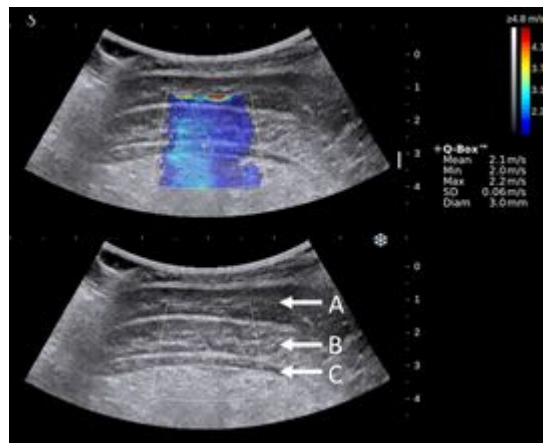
超音波エラストグラフィ法を用いた腹横筋の筋硬度計測
